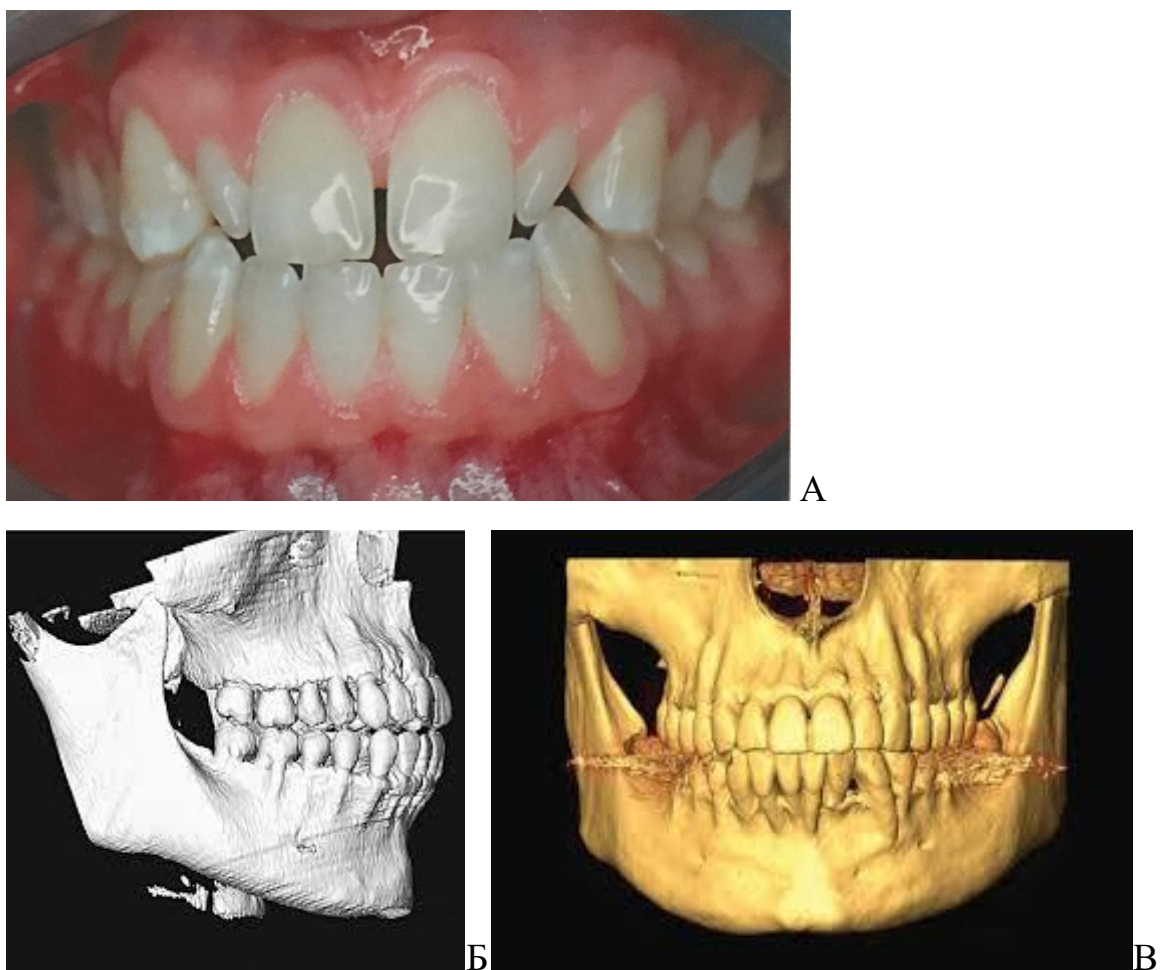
Тонкий биотип альвеолярной кости челюсти: А – вид в полости рта и Б – компьютерное отображение челюстей (цит. Пародонтология. Национальное руководство. Под ред. О.О. Янушевича, Л.А. Дмитриевой, 2018), В – компьютерная томограмма, тонкий биотип пародонта (цит. Ерохин А.И., Кузин А.В., 2015)
